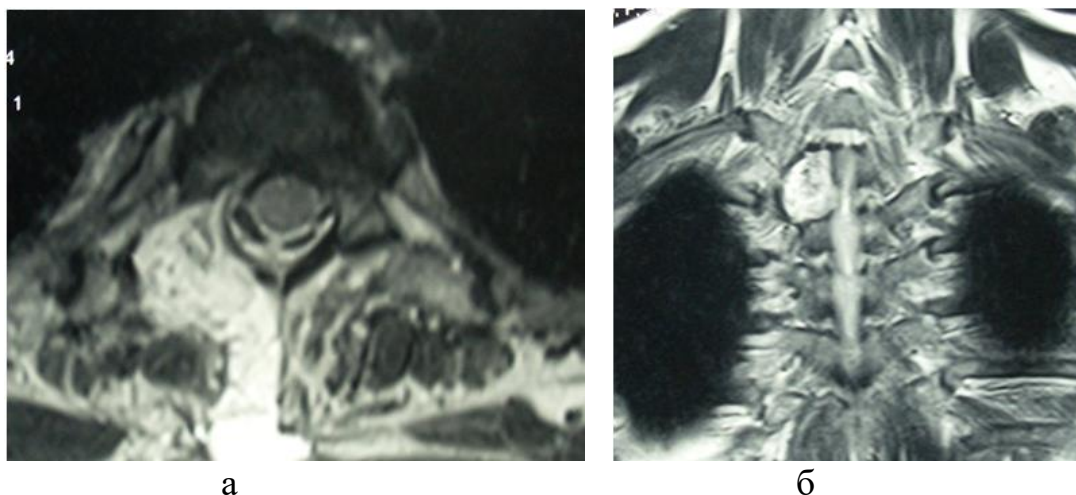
МРТ пациентки (Т2 ВИ) с невриномой по типу «песочных часов» на уровне Th2-Th3 (И/б № 5397/2015) в аксиальной (а) и фронтальной (б) проекциях после двухэтапного хирургического лечения.
